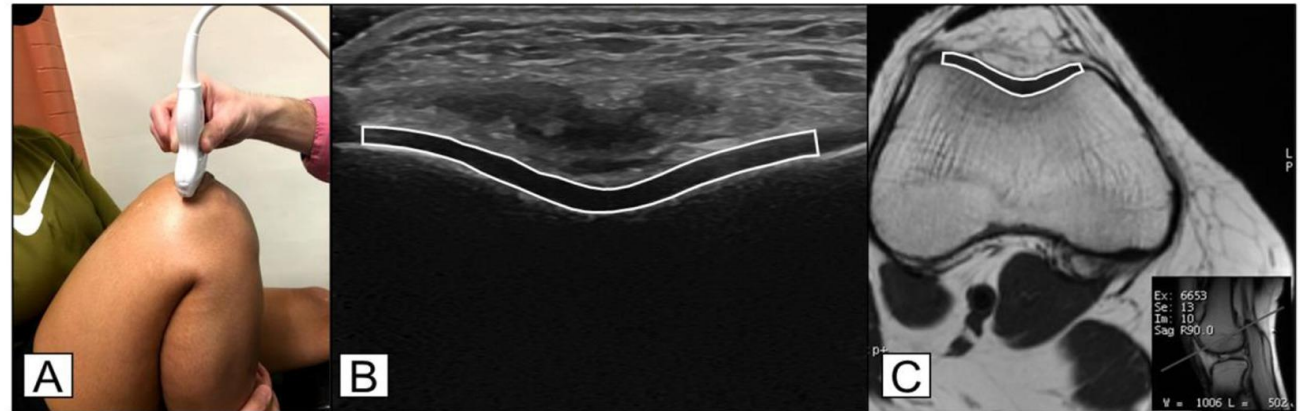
Ultrasound and Magnetic Resonance Image Acquisition. A) Participant and ultrasound probe positioning for the cartilage ultrasound assessment. B) Example image and segmentation (white region) of the femoral trochlear cartilage acquired with a transverse suprapatellar ultrasound scan. C) Example image and segmentation (white region) of the femoral trochlear cartilage acquired with the oblique angle to view the femoral trochlea. The inlayed image in the bottom right displays the line of the oblique angle.
